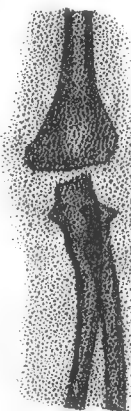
Décollement épiphysaire chez un garçon de quatre ans et demi. Région cartilagineuse trop transparente pour que la radiographie soit probante.
